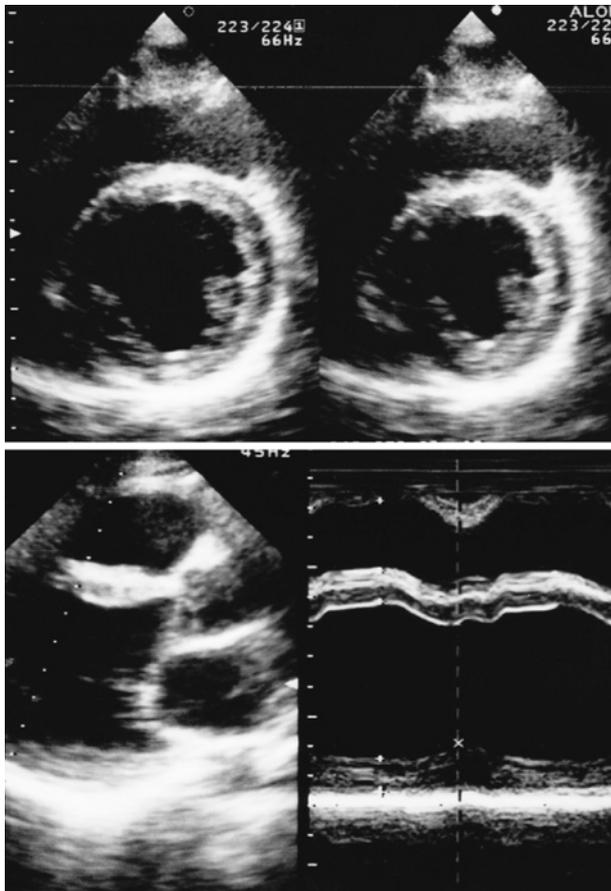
An echocardiograph 5 days after admission reveals diffuse hypokinesia of the left ventricular (LV) wall and enlargement of the LV chamber.
